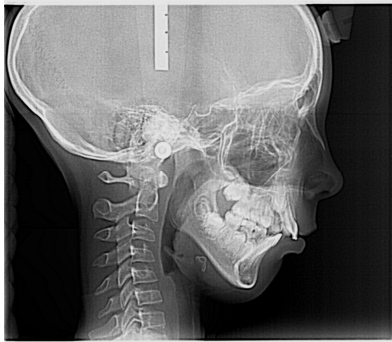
Бокова телерентгенограма голови пацієнта Н. з дистальним прикусом та ротовим типом дихання
